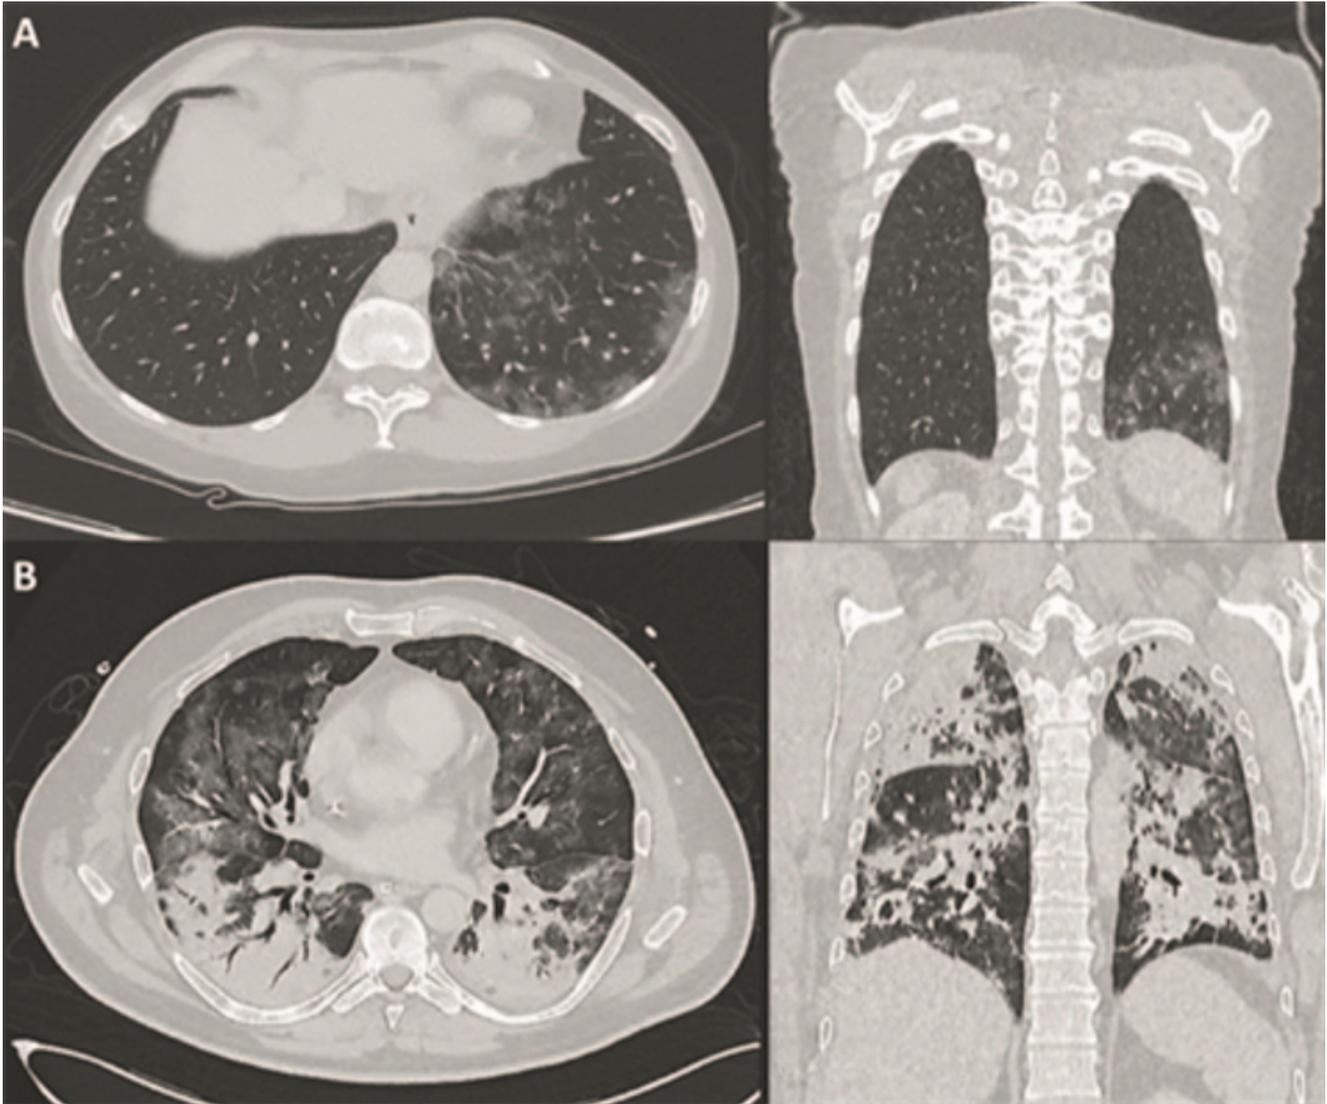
Imágenes CT de tórax de dos pacientes con manifestaciones pulmonares COVID-19. (A): Hallazgo incidental de la infección por SARS-CoV-2 en una mujer asintomática de 60 años confirmada por RT-PCR (muestra “opacidades periféricas de vidrio deslucido” en segmentos basales del pulmón derecho); (B): Hombre de 51 años positivo al SARS-CoV-2 y hospitalizado en una unidad de cuidados intensivos (muestra pronunciada afectación bilateral). Imágenes: revista Nuklearmedizin.
